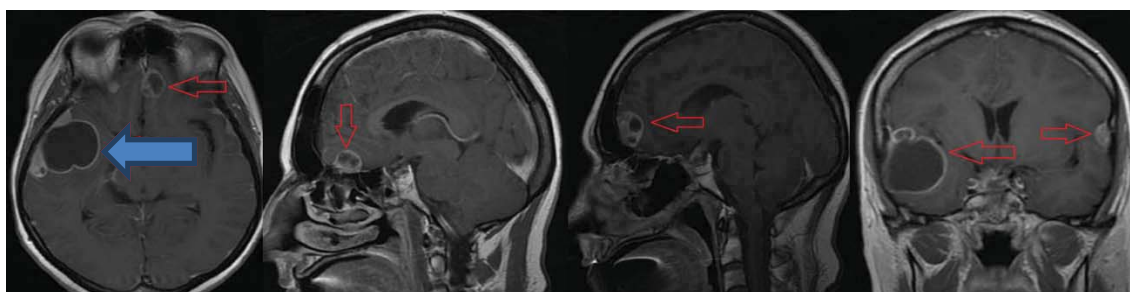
МРТ от мая 2017. Имеются множественные опухоли головного мозга (указаны стрелками)
